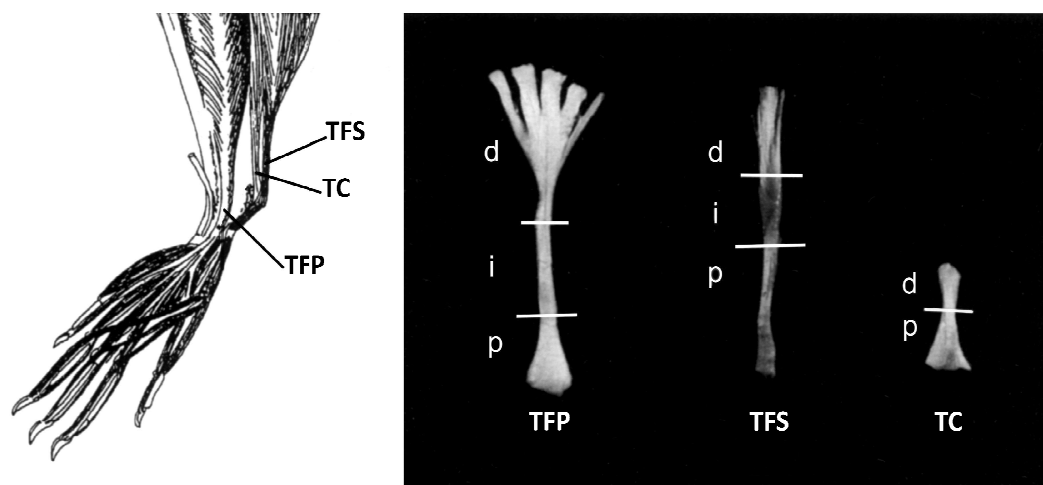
A) Localização anatômica tendão calcâneo (TC), tendão flexor superficial (TFS) e tendão flexor profundo (TFP) do membro posterior de ratos, como visto a partir do aspecto medial. B) Tendões dissecados mostrando a posição correspondente de cada região. O TFS e o TFP foram divididos em regiões proximal (p), intermediária (i) e distal (d), e o TC foi dividido em regiões proximal e distal. A região intermediária do TFS é achatada e firmemente fixada ao TC (Adaptado de Covizi et al., 2001).
